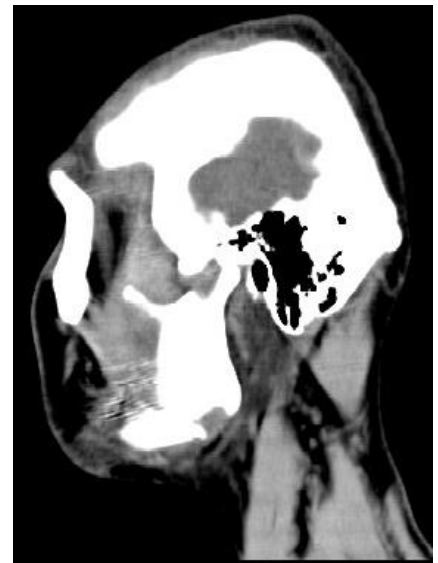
Tomografía Computarizada corte sagital del macizo facial, observándose trazo de fractura del ángulo izquierdo. Fuente propia.
